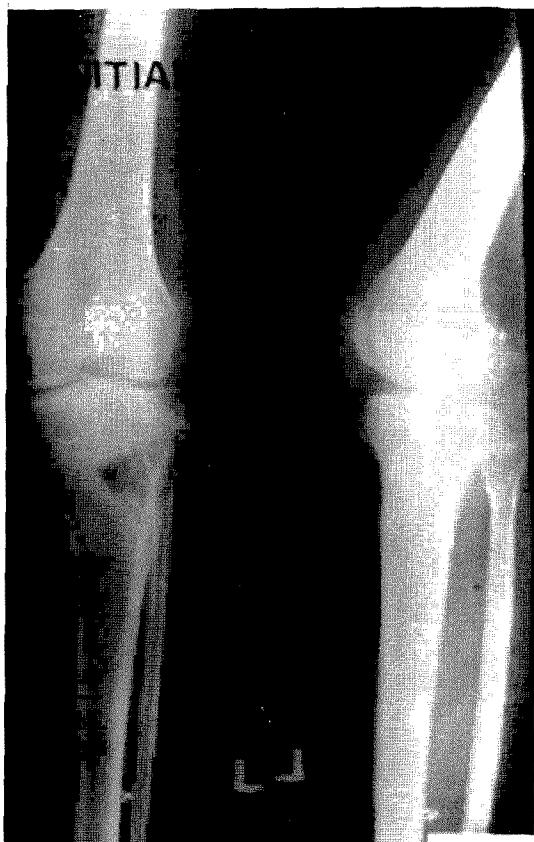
The X-ray film shows irregular cortical thickening in the left knee joint.
